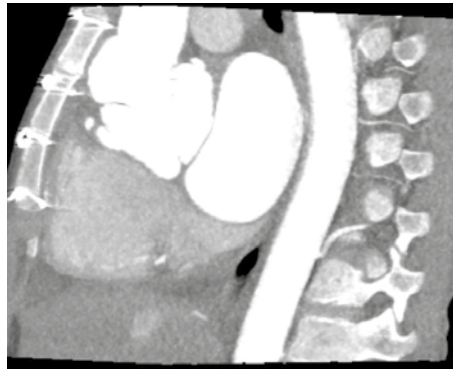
Kardiyak tomografide aksiyal planda sol ventrikül çıkım yolu ve pseudoanevrizma görüntüsü
